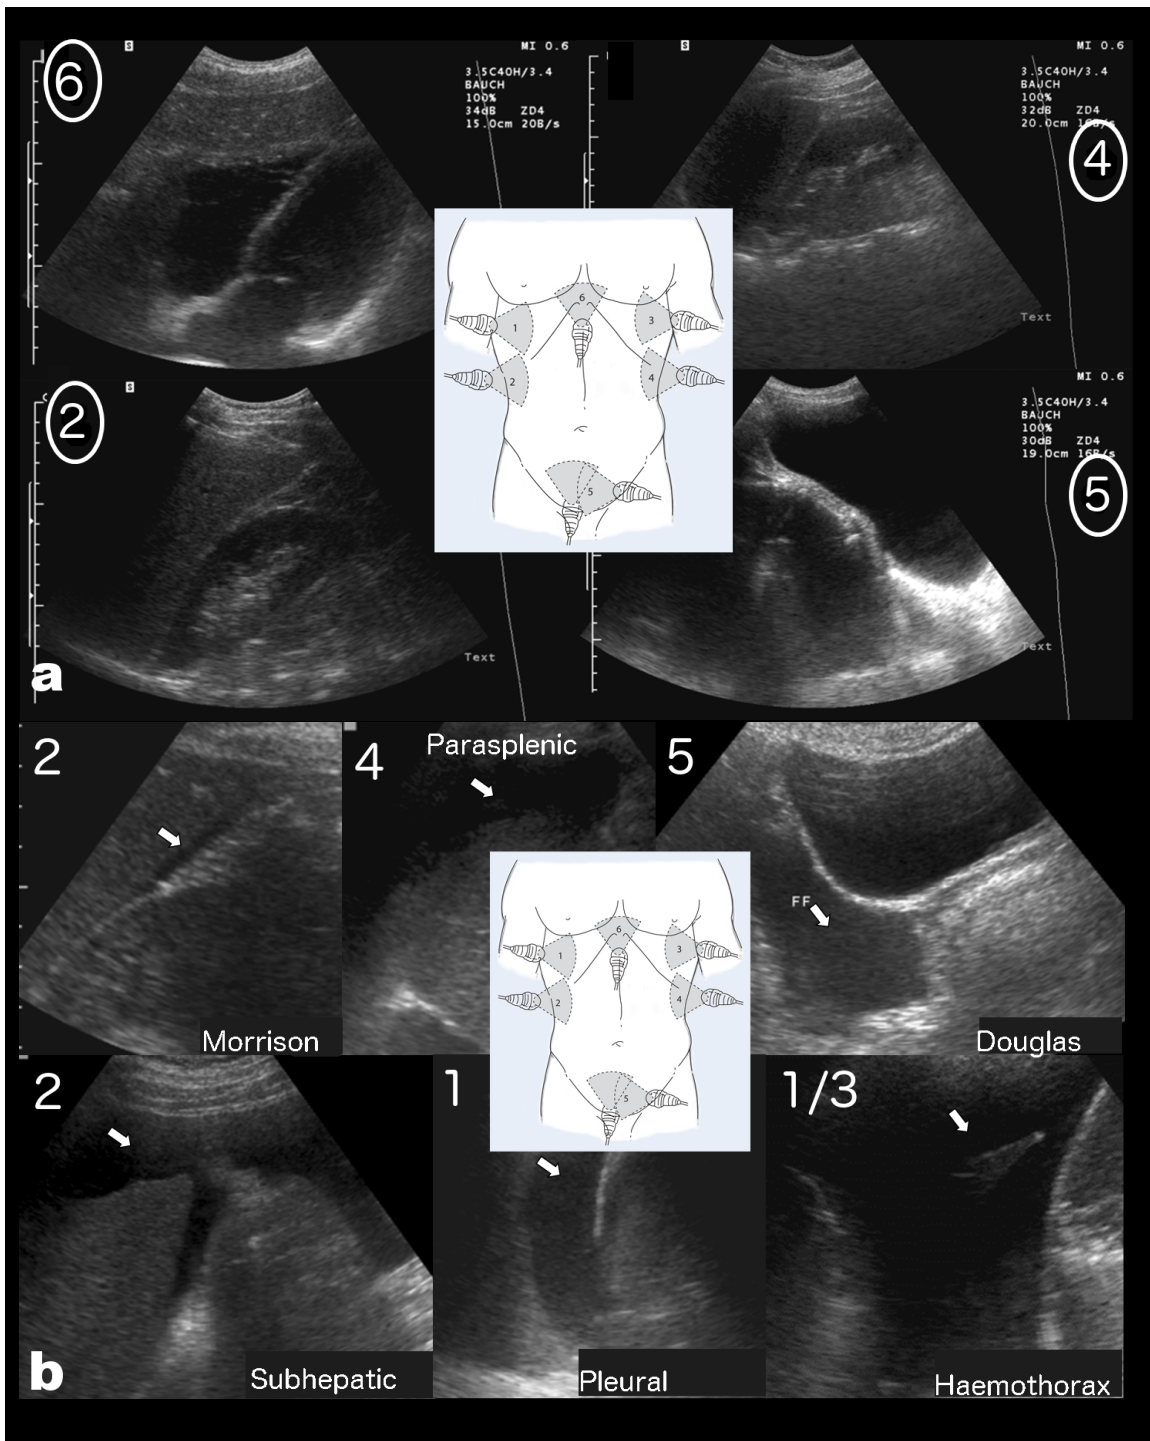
EFAST (Extended Focused Assessment with Sonography for Trauma): Schnelle Ultraschall-Untersuchung zur Detektion freier intraabdomineller-, sowie intrapleuraler Flüssigkeiten. a: Nicht-pathologische Darstellung von Herz (6), Morrison-Pouch (2), Koller-Pouch (4) und Douglasraum (5), in sagittaler Ausrichtung. b: Korrespondierende Beispiele pathologischer Befunde. Freie Flüssigkeit mit Pfeilen markiert. Die Zentrale Abbildung zeigt die Positionen des Schallkopfes. Quelle: [20], zentrale Abbildung [57].
